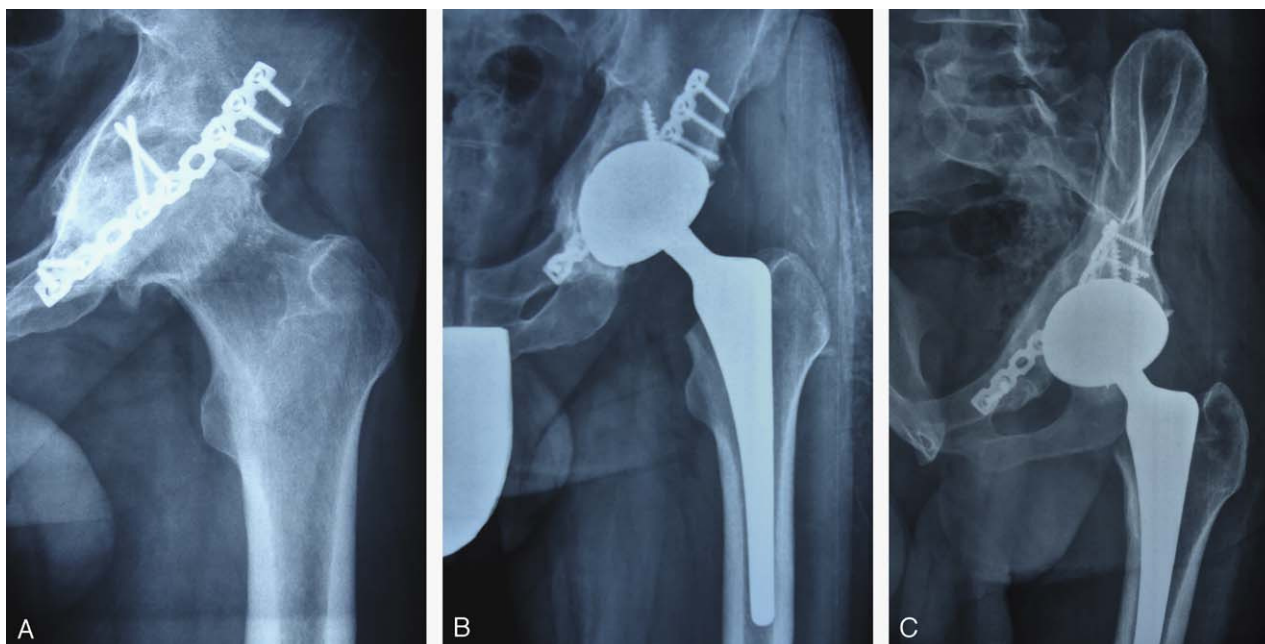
Varón de 45 años de edad. A) Radiografía anteroposterior de cadera. Coxartrosis a los 4 años tras reducción abierta y síntesis de fractura de columna anterior de cotilo. B) Radiografía anteroposterior de cadera, 7 años de seguimiento tras prótesis total de cadera no cementada. Resultado excelente. C) Radiografía obturatriz de pelvis, 7 años de seguimiento tras prótesis total de cadera no cementada. Resultado excelente.
